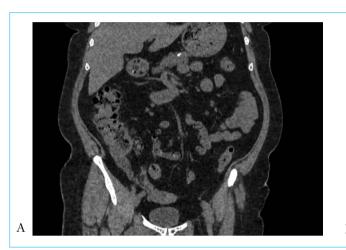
Данные методов лучевой визуализации при повторной госпитализации: A- нативная КТ брюшной полости от 30.06.2020. B- УЗИ кишечника от 30.06.2020. Стенки слепой, восходящей и сигмовидной кишок утолщены (показано стрелками)
